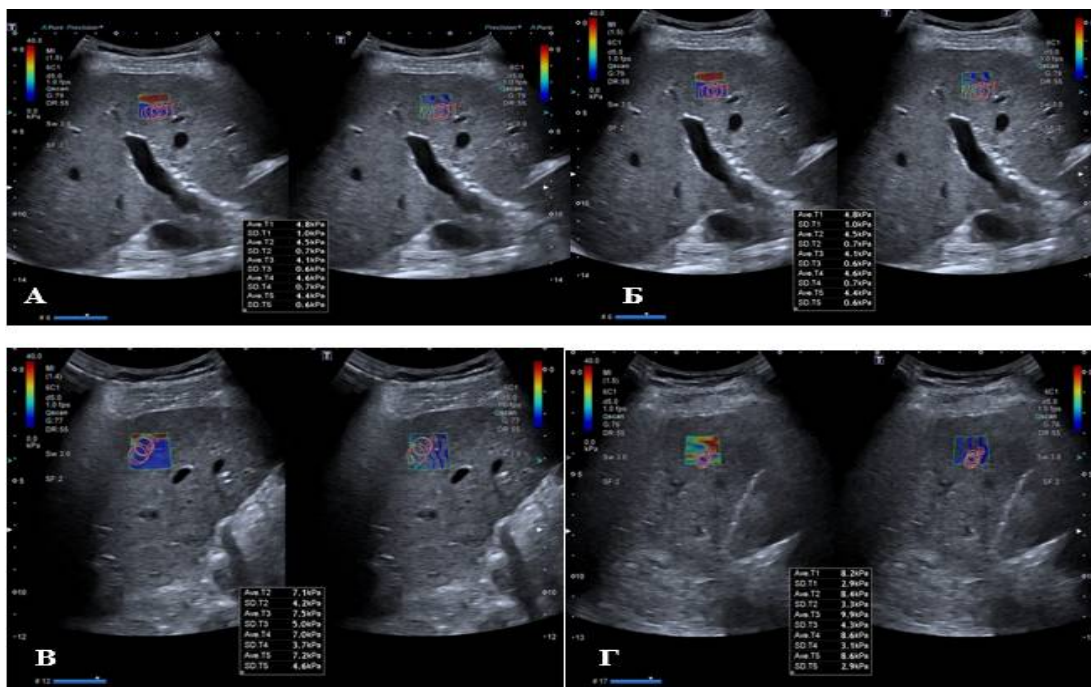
Ultrasound elastograms in 2D SWE mode: A - unchanged liver; B - stage of fibrosis F1 with steatohepatosis; B - stage of fibrosis F2 with steatohepatosis; G - stage of fibrosis F3 with steatohepatosis.
